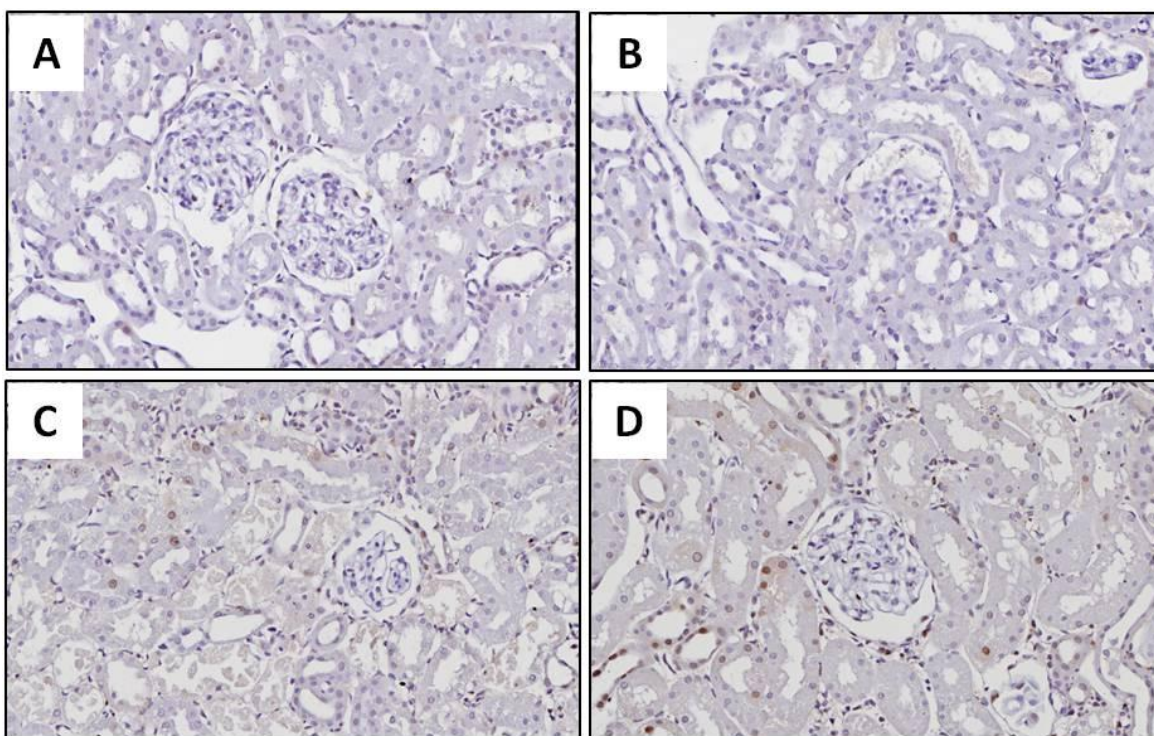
Detección inmunohistoquímica de PCNA. Se observan células de túbulo proximal positivas a PCNA en el grupo GM (C), sin que haya diferencias con respecto a CT (A) y SFN (B). En el grupo SFN+GM (D) se puede observar un número mayor de células positivas (40X).
